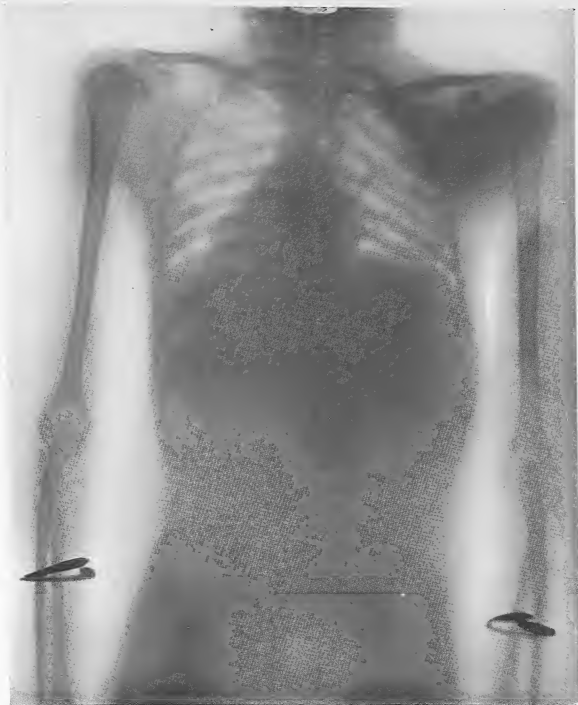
Radiographie de Radica montrant l'inversion viscérale.
